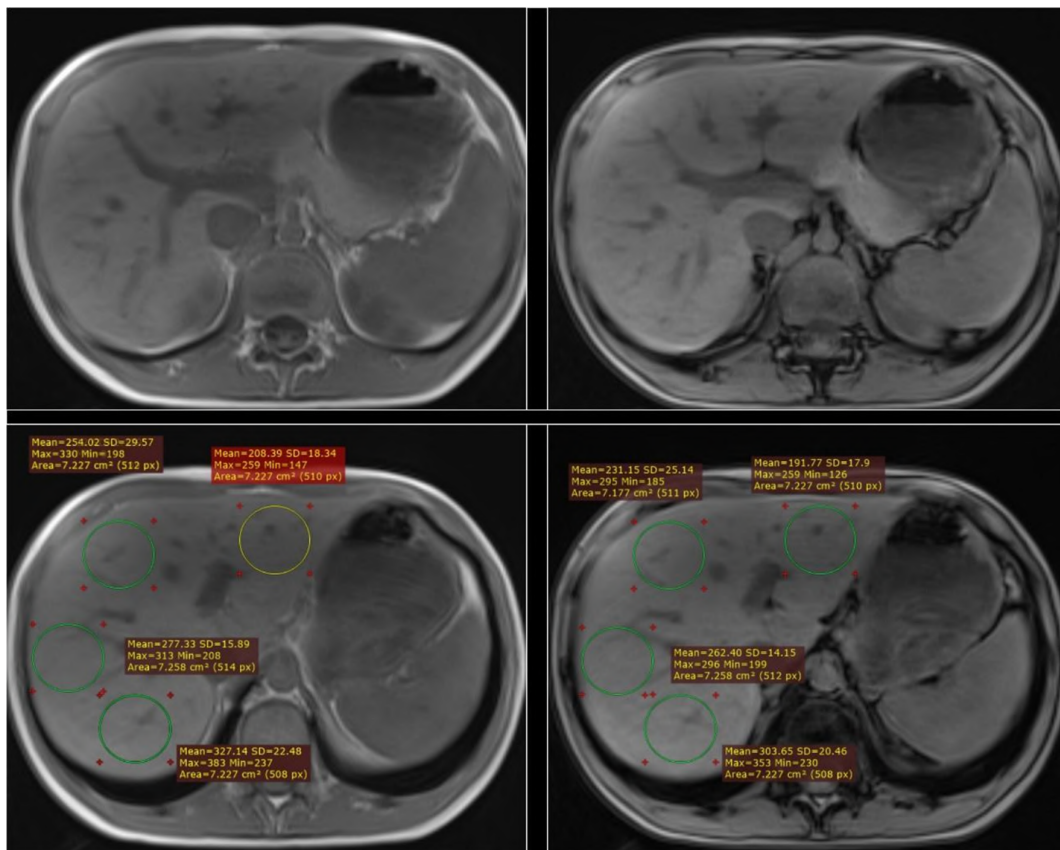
Ejemplo de medición de intensidad de señal mediante ROI elíptico en el parénquima hepático. En la fila superior se muestran las imágenes de RM de abdomen (izquierda, secuencia T1 en fase; derecha, secuencia T1 en fase opuesta). En la fila inferior se muestran mediciones con 4 ROI elípticos en el parénquima hepático. Nótese que se han evitado en lo posible las estructuras vasculares. En las etiquetas adyacentes a cada ROI se pueden identificar los valores de intensidad de señal medio (mean), desviación estándar (SD), máximo (Max), mínimo (Min), para cada ROI, así como el área (Area) y número de píxeles (px).
